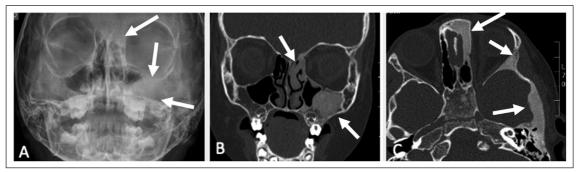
Imágenes paciente # 1. A: Radiografía cráneo, lesiones esclerótica en seno maxilar y esfenoides izq. B,C: TC cráneo, focos de FD en etmoidal, maxilar, ala mayor del esfenoides y hueso temporal izquierdos.
